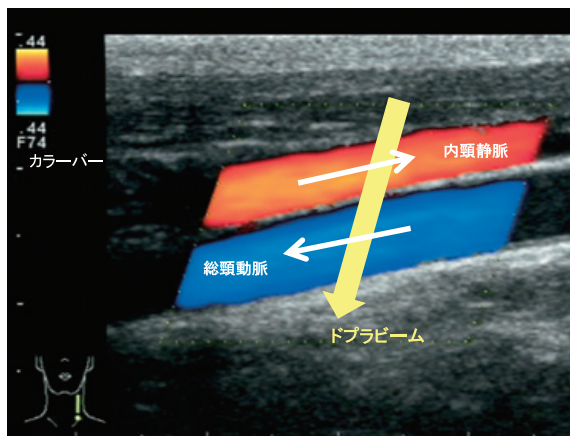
カラー Doppler 法による表示方法 (左: 末梢側)
